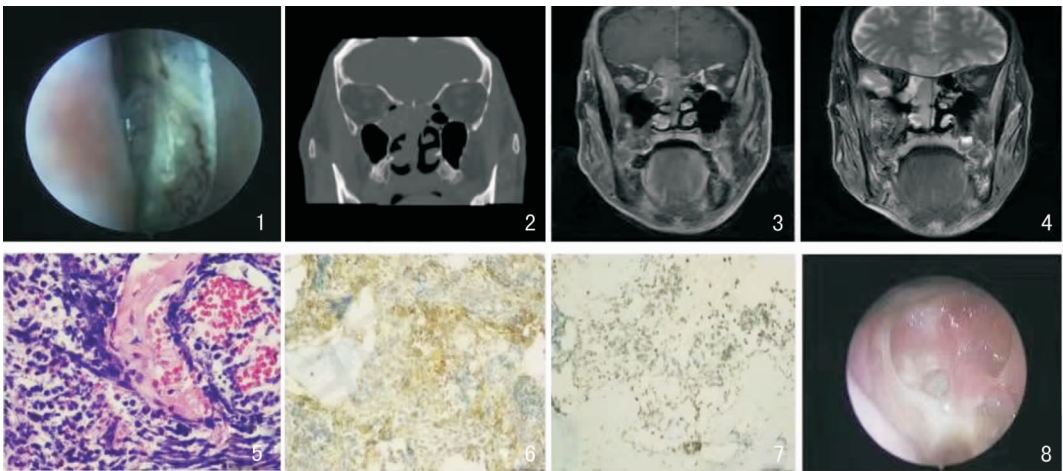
术前鼻内镜示右侧鼻腔嗅裂区可见灰红色形状欠规则肿物,中鼻甲受压变形 图2 鼻窦 CT 示鼻腔鼻窦片状低密度影,颅底骨质欠连续 图3,4 鼻窦 MRI 前颅窝底右侧、鼻咽顶部、鼻中隔两侧见不规则异常信号影,T1WI 等信号,T2WI 不均匀稍高信号 图5 病检示肿瘤构成于丰富的小圆细胞,瘤细胞围绕血管分布可见大片坏死,细胞异型性明显,核分裂像常见 (HE $\times 400$) 图6 CD99(+) (免疫组化 $\times 200$) 图7 FLI-1(+) (免疫组化 $\times 200$) 图8 术后3个月鼻内镜复查,鼻颅底缺损黏膜愈合良好,可见脑搏动,无脑脊液漏
